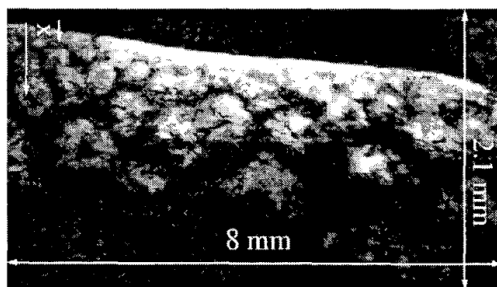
Image IRM d'une peau de banane obtenue avec la micro-antenne planaire de 3 spires, d'une épaisseur de 35 μm , d'un espacement de 30 μm entre les spires et d'un diamètre intérieur de 500 μm . La résolution dans le plan était de $62 \times 44 \mu\text{m}^2$ pour une épaisseur de coupe de 1.4 mm [Massin *et al.* (2002)].
